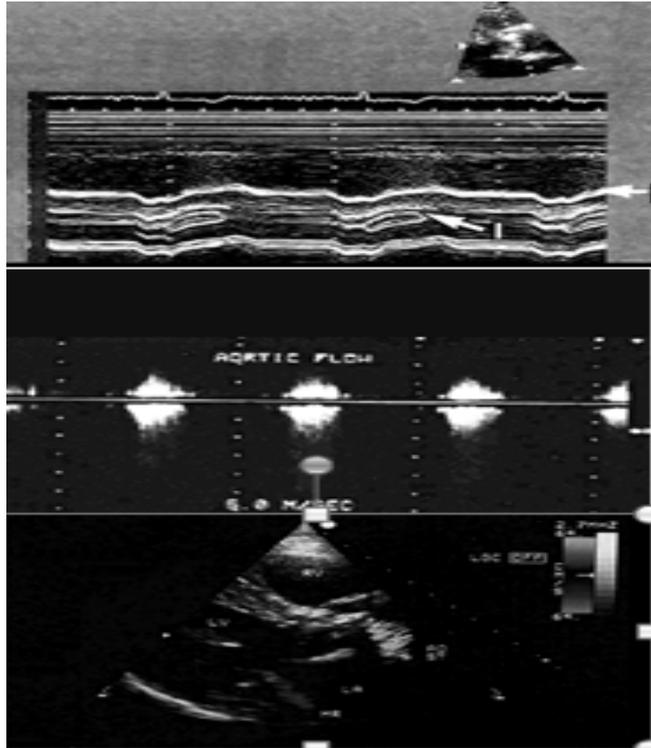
Echocardiographie en sténose aortique
